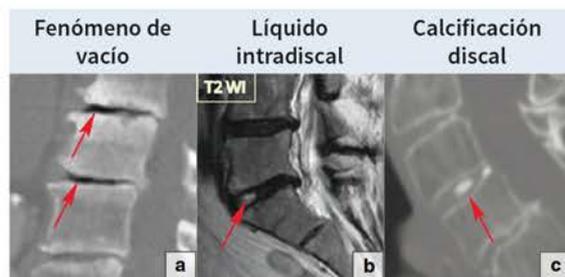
Signos de degeneración del disco intervertebral: (a). El fenómeno del vacío. Esta imagen de corte sagital de TAC muestra aire dentro de los discos L2-L3 y L3-L4 (flechas). (b) Acumulación de líquido intradiscal (flecha). (c) Una imagen de corte sagital de TAC a nivel de C3-C4 muestra calcificación del disco (flecha).
